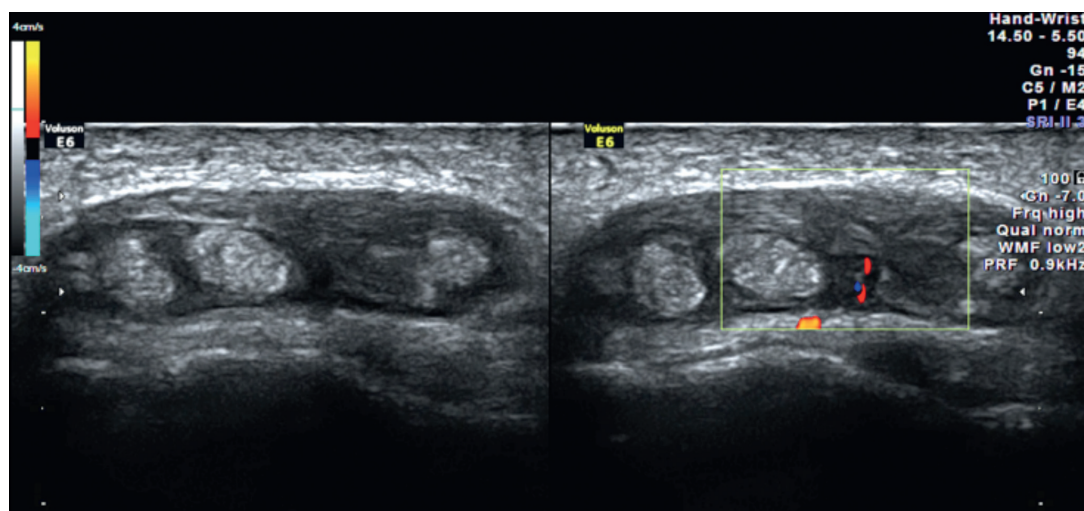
Se observa la presencia de tenosinovitis del cuarto compartimento extensor de la mano derecha sin evidencia de sinovitis radiocarpiana o intercarpiana, con señal Doppler en su interior.
